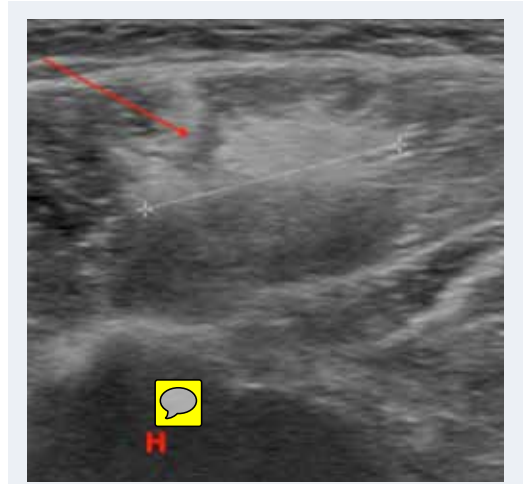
Échographie, coupe transverse du muscle deltoïde : cicatrice rétractile après vaccination.
